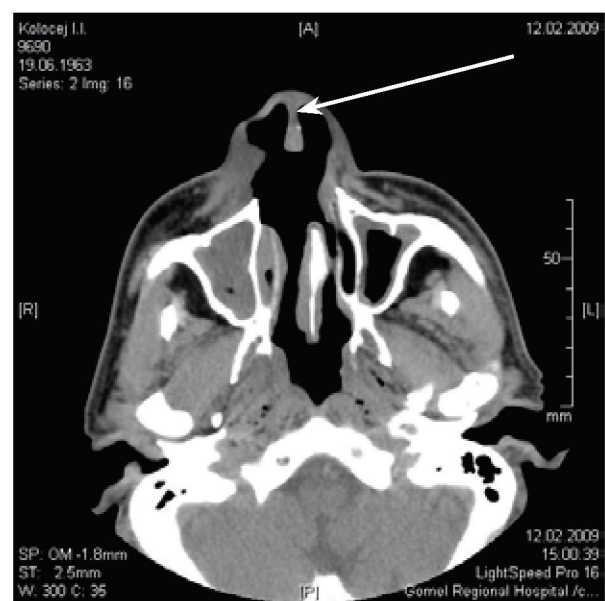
Компьютерная томография лицевого черепа пациента К. (аксиальная проекция); стрелкой обозначен дефект хрящевого отдела перегородки носа.
